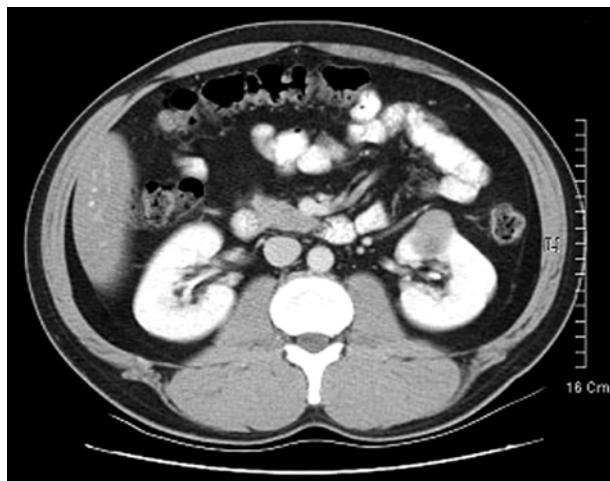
Contrast-enhanced CT scan shows a 3.1cm sized mixed density mass with slight contrast enhancement in the lower anterior portion of left kidney.
